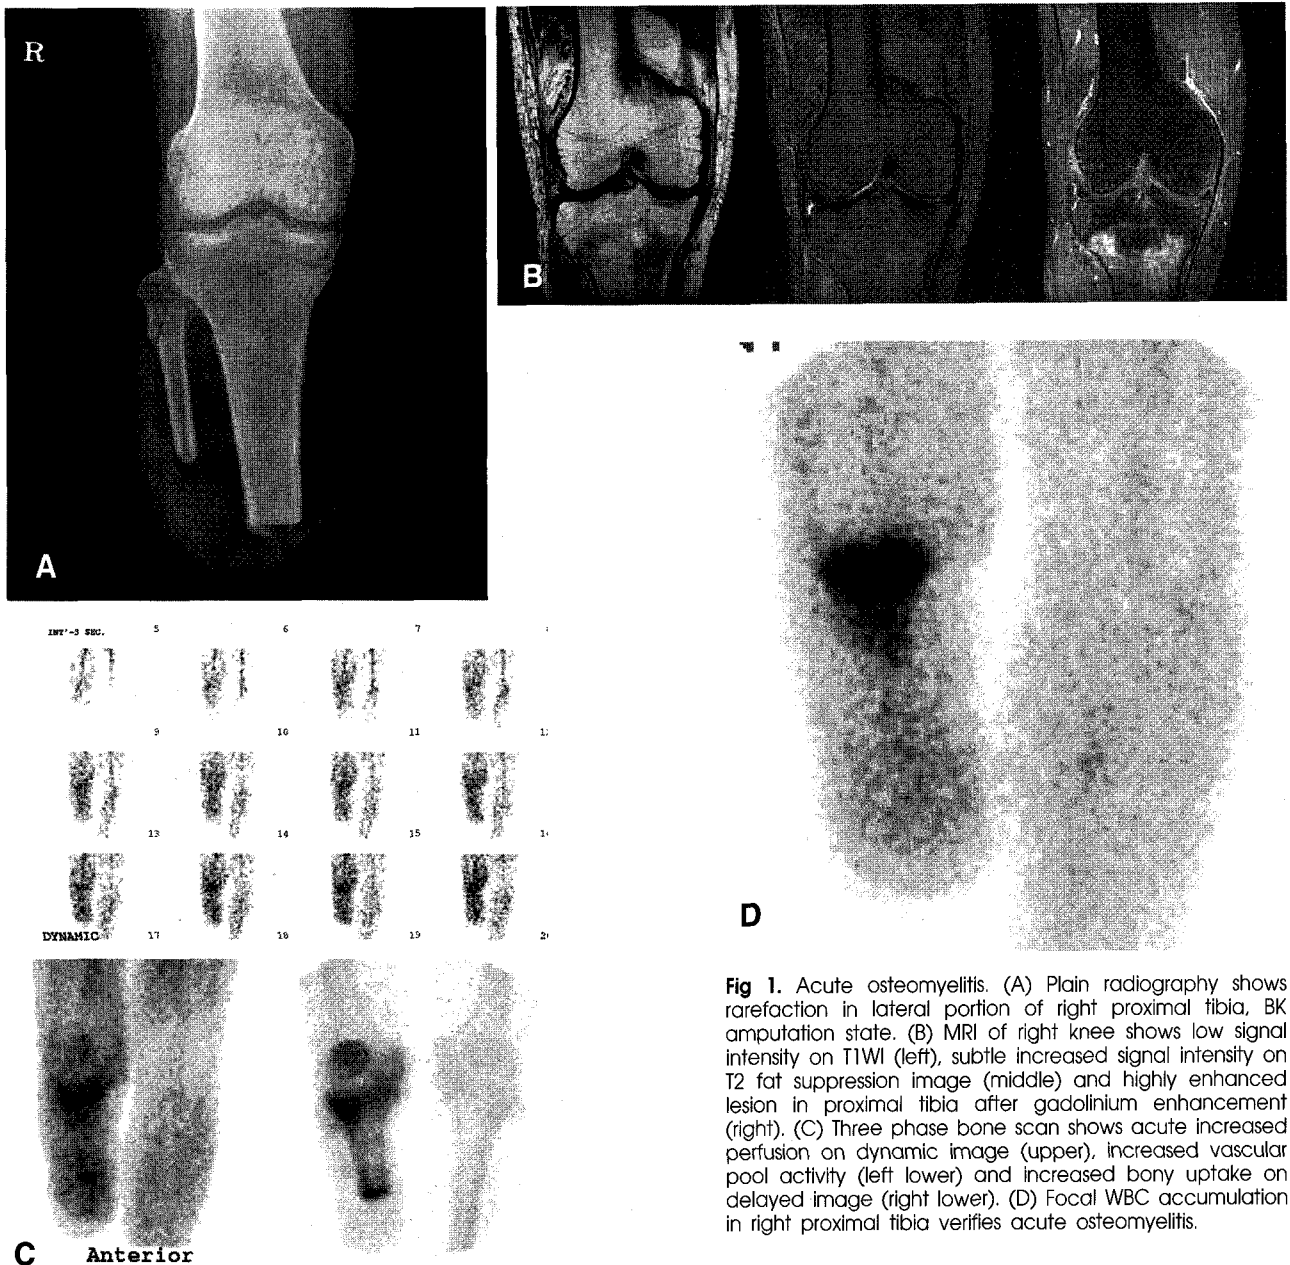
Acute osteomyelitis. (A) Plain radiography shows rarefaction in lateral portion of right proximal tibia, BK amputation state. (B) MRI of right knee shows low signal intensity on T1WI (left), subtle increased signal intensity on T2 fat suppression image (middle) and highly enhanced lesion in proximal tibia after gadolinium enhancement (right). (C) Three phase bone scan shows acute increased perfusion on dynamic image (upper), increased vascular pool activity (left lower) and increased bony uptake on delayed image (right lower). (D) Focal WBC accumulation in right proximal tibia verifies acute osteomyelitis.
